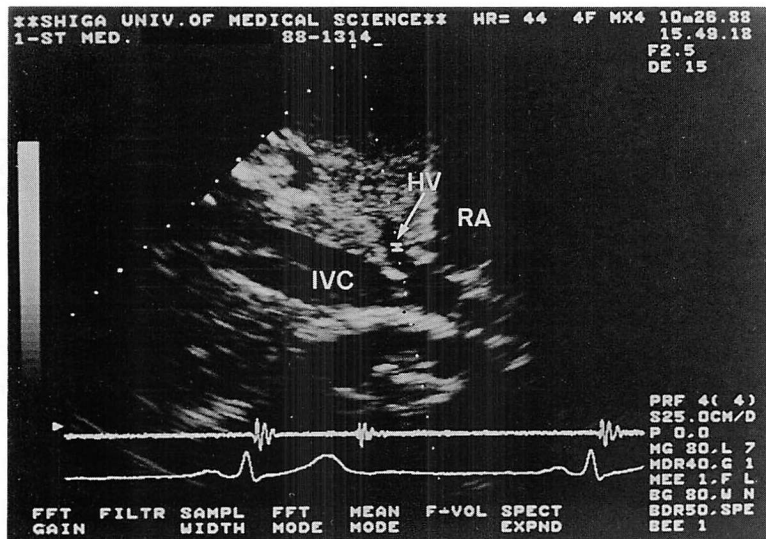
Subcostal two-dimensional echocardiogram of the inferior vena cava and hepatic vein.
